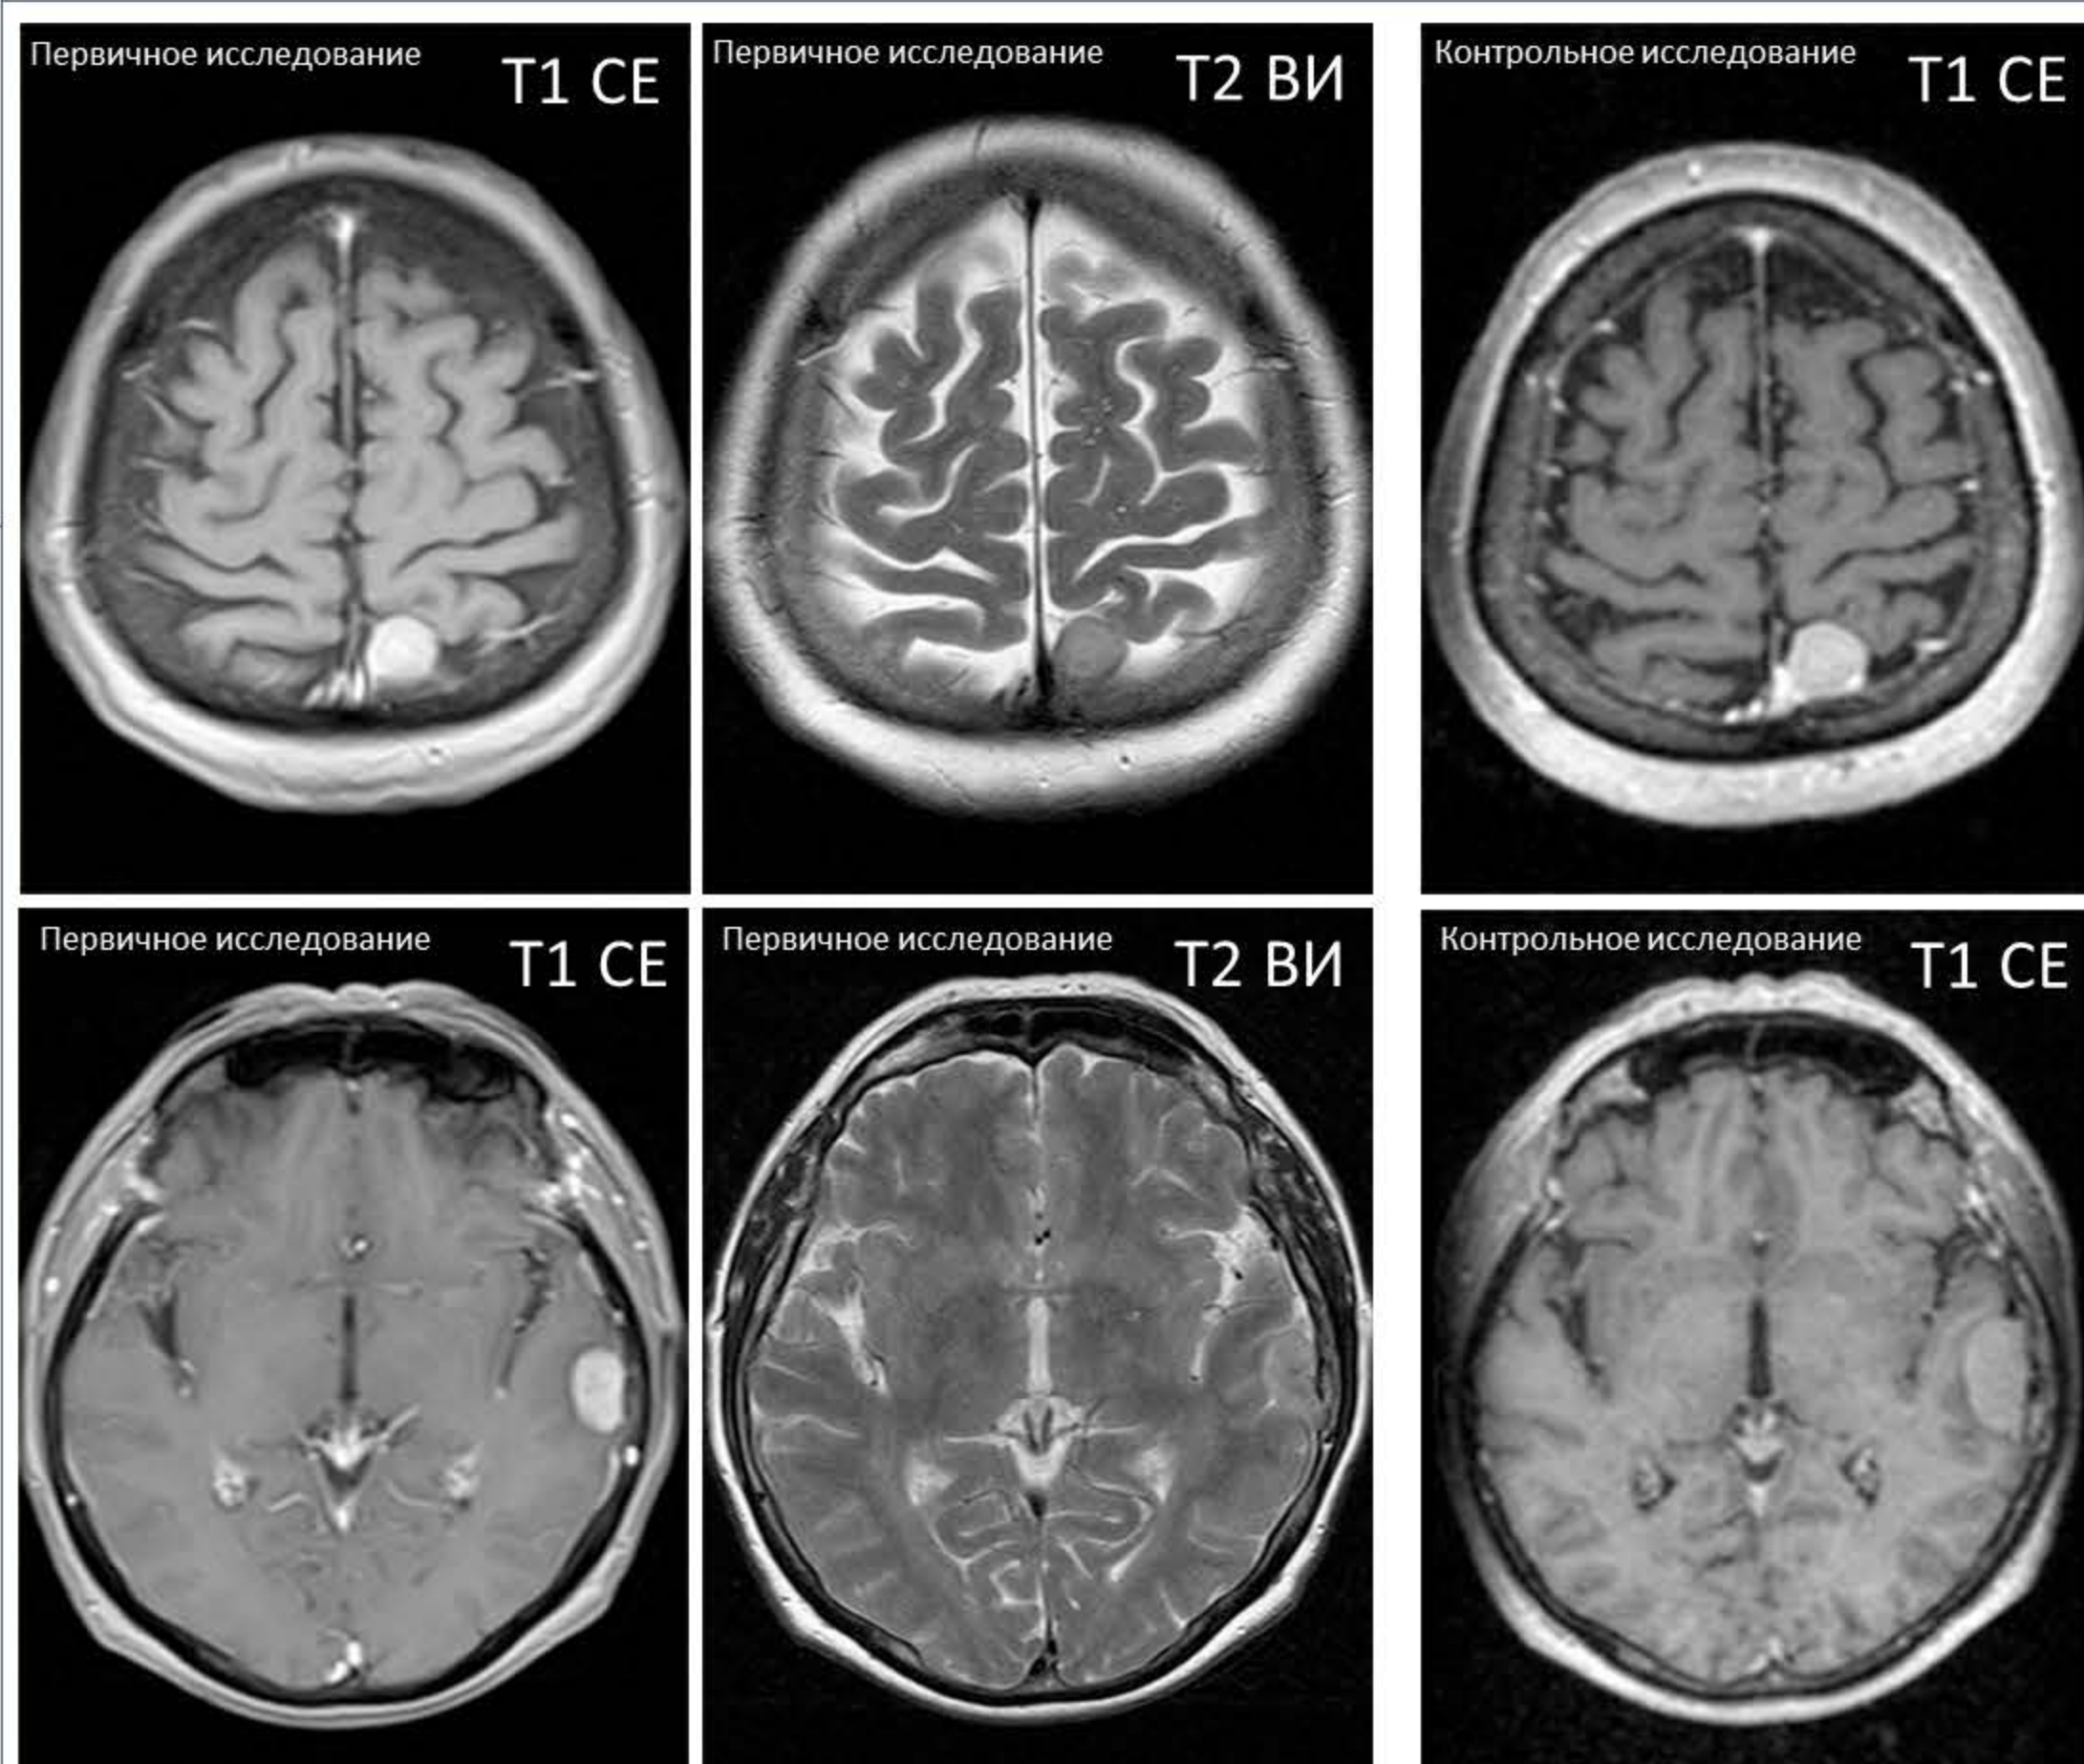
МРТ изображения двух менингиом пациентов из валидационной группы с различным характером роста. Верхний ряд – стабилизация, нижний – прогрессирование. Первые два изображения ряда - первичные исследования, третье - через год после первичного исследования.
